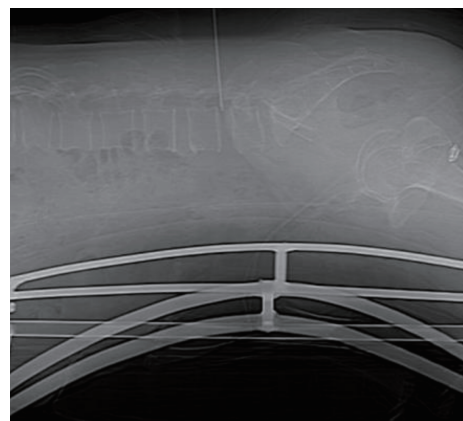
术前定位图(消毒前先行CT扫描定位,根据克氏针指示位置确定椎间盘节段及穿刺位置)
